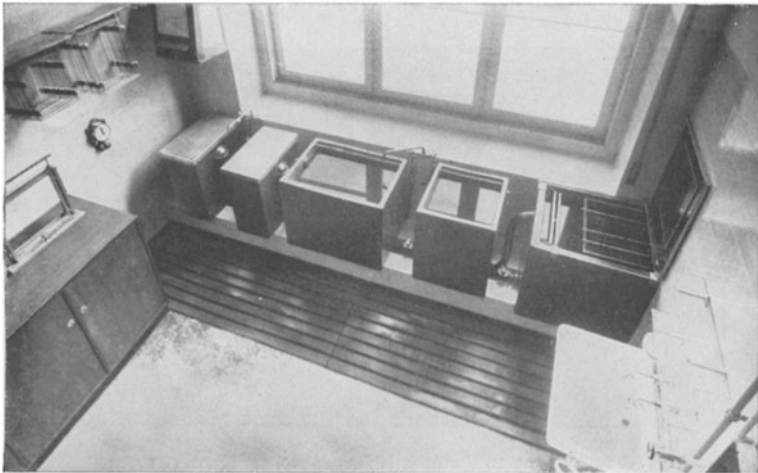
Blick in die Dunkelkammer von oben. Am Fenster die Entwicklungskolonne, rechts die Unterwasserschleuse geöffnet. (Aus dem Röntgeninstitut des Krankenhauses Sachsenhausen.)
